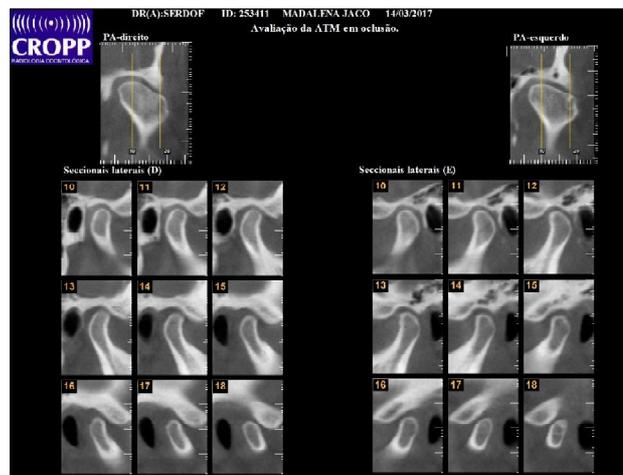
Imagem da tomografia da ATM esquerda, após a reabilitação
